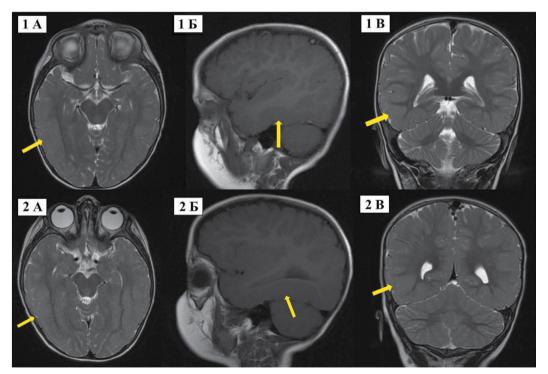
МРТ головного мозга монозиготных близнецов.
